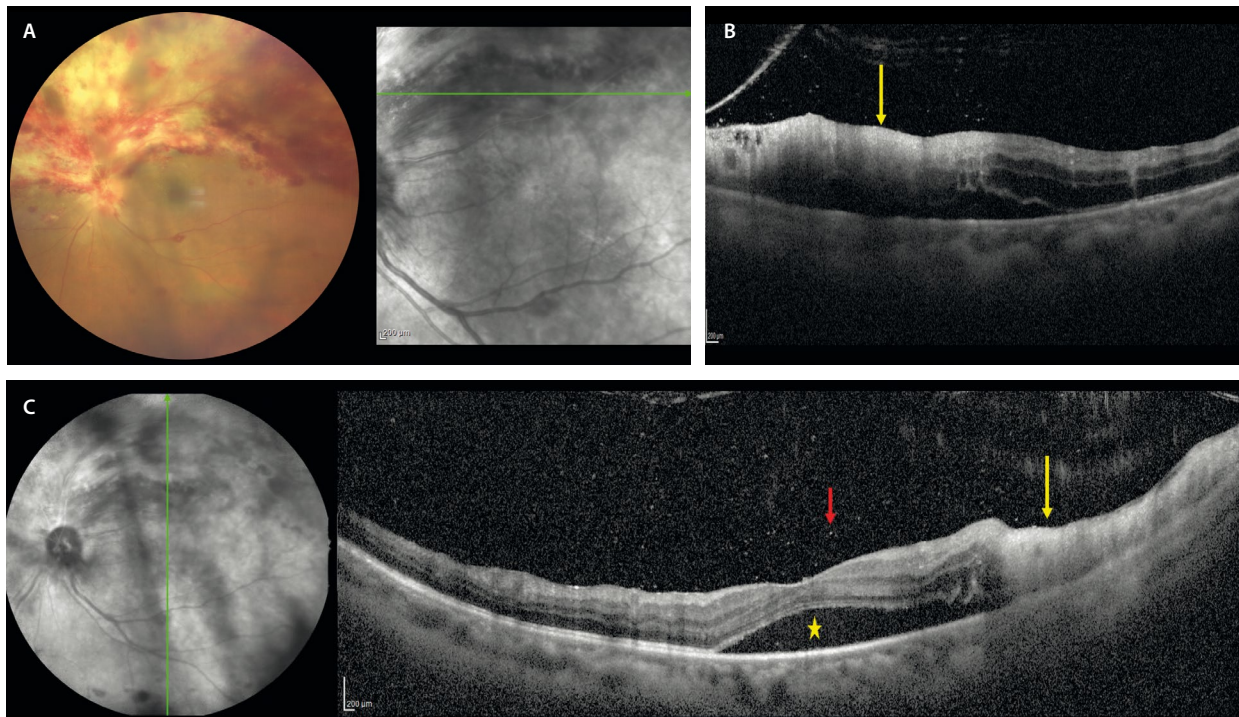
Retinitis fulminante por citomegalovirus. A) Retinografía donde se observa una retinitis con áreas blanquecinas de necrosis que asocian hemorragias, y que se extiende desde el nervio óptico por toda la hemirretina superior. B) El corte de la tomografía de coherencia óptica demuestra la hiperreflectividad en capas internas y medias (flecha amarilla). C) Son cuadros muy agudos, oclusivos y exudativos, viéndose en el corte de la tomografía de coherencia óptica no solo la retinitis de nuevo (flecha amarilla), sino también signos exudativos como el desprendimiento de neuroepitelio (estrella amarilla). Se aprecian células vítreas como puntos hiperreflectivos en el vítreo (flecha roja).
